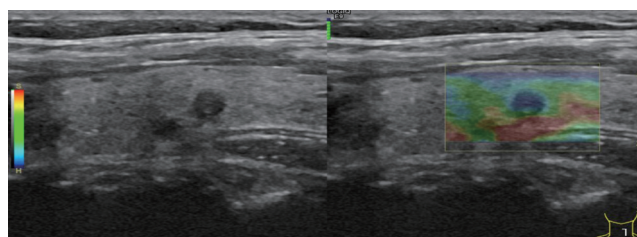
常规灰阶超声与弹性成像模式双幅显示界面超声图像
